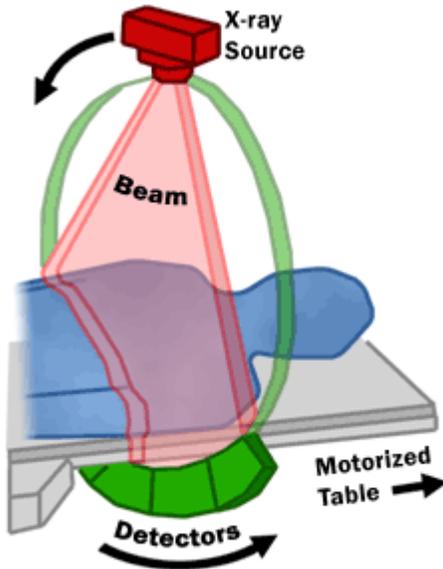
Fonctionnement d'un CT, (FDA, 2018)
